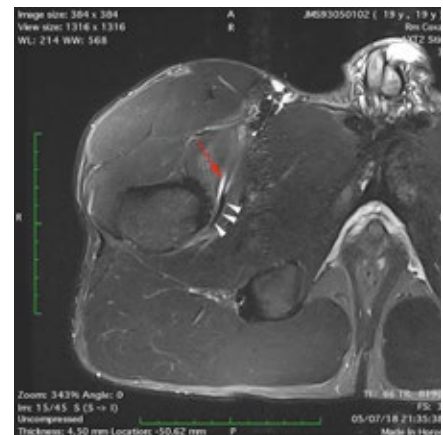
Imagem RM axial em T2-STIR: Edema para-aponevrótico a envolver a aponevrose intramuscular (seta vermelha) e integridade do tendão de inserção femoral (pontas de seta brancas) do músculo iliopsoas
